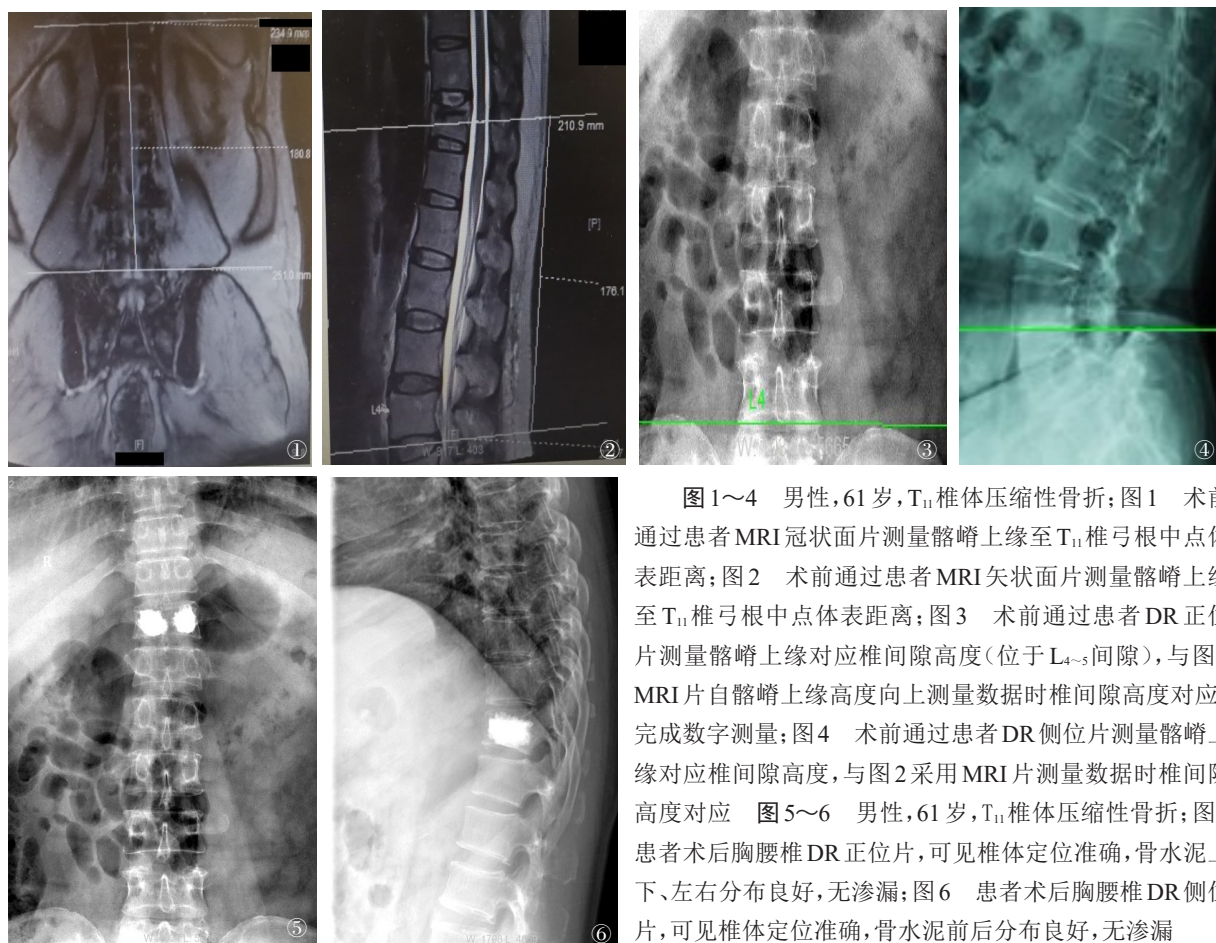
~4 男性,61岁,T<sub>11</sub>椎体压缩性骨折;图1 术前通过患者MRI冠状面片测量髂嵴上缘至T<sub>11</sub>椎弓根中点体表距离;图2 术前通过患者MRI矢状面片测量髂嵴上缘至T<sub>11</sub>椎弓根中点体表距离;图3 术前通过患者DR正位片测量髂嵴上缘对应椎间隙高度(位于L<sub>4</sub>-<sub>5</sub>间隙),与图2 MRI片自髂嵴上缘高度向上测量数据时椎间隙高度对应,完成数字测量;图4 术前通过患者DR侧位片测量髂嵴上缘对应椎间隙高度,与图2采用MRI片测量数据时椎间隙高度对应 图5~6 男性,61岁,T<sub>11</sub>椎体压缩性骨折;图5 患者术后胸腰椎DR正位片,可见椎体定位准确,骨水泥上下、左右分布良好,无渗漏;图6 患者术后胸腰椎DR侧位片,可见椎体定位准确,骨水泥前后分布良好,无渗漏
